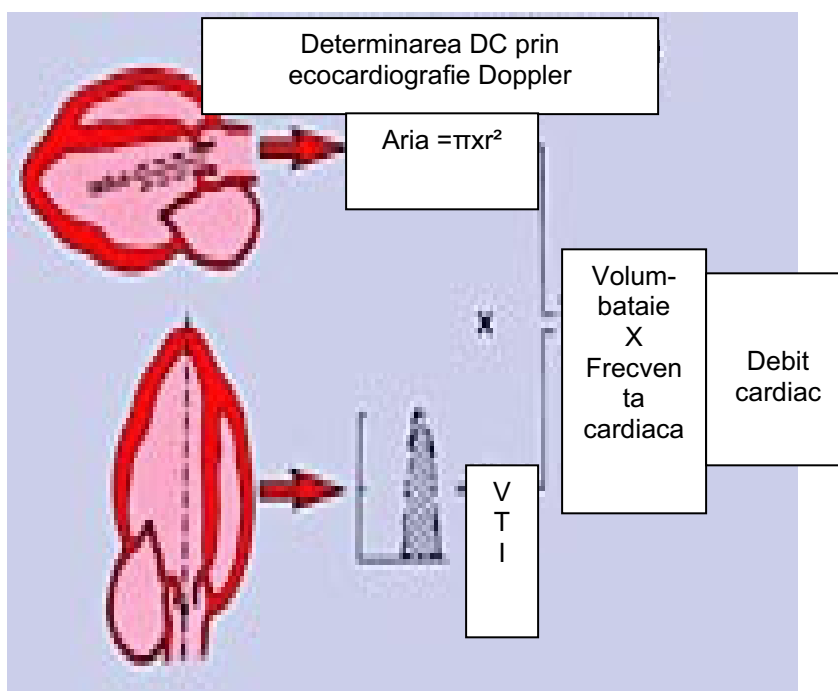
Reprezentarea grafica a metodei de determinare a debitului cardiac prin ecocardiografie Doppler
